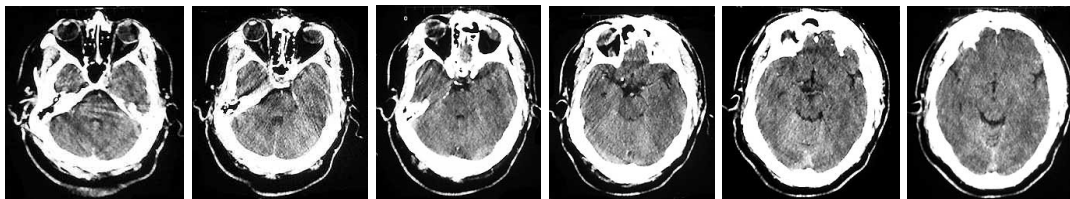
Cortes seriados de tomografia computadorizada de crânio [CT]
